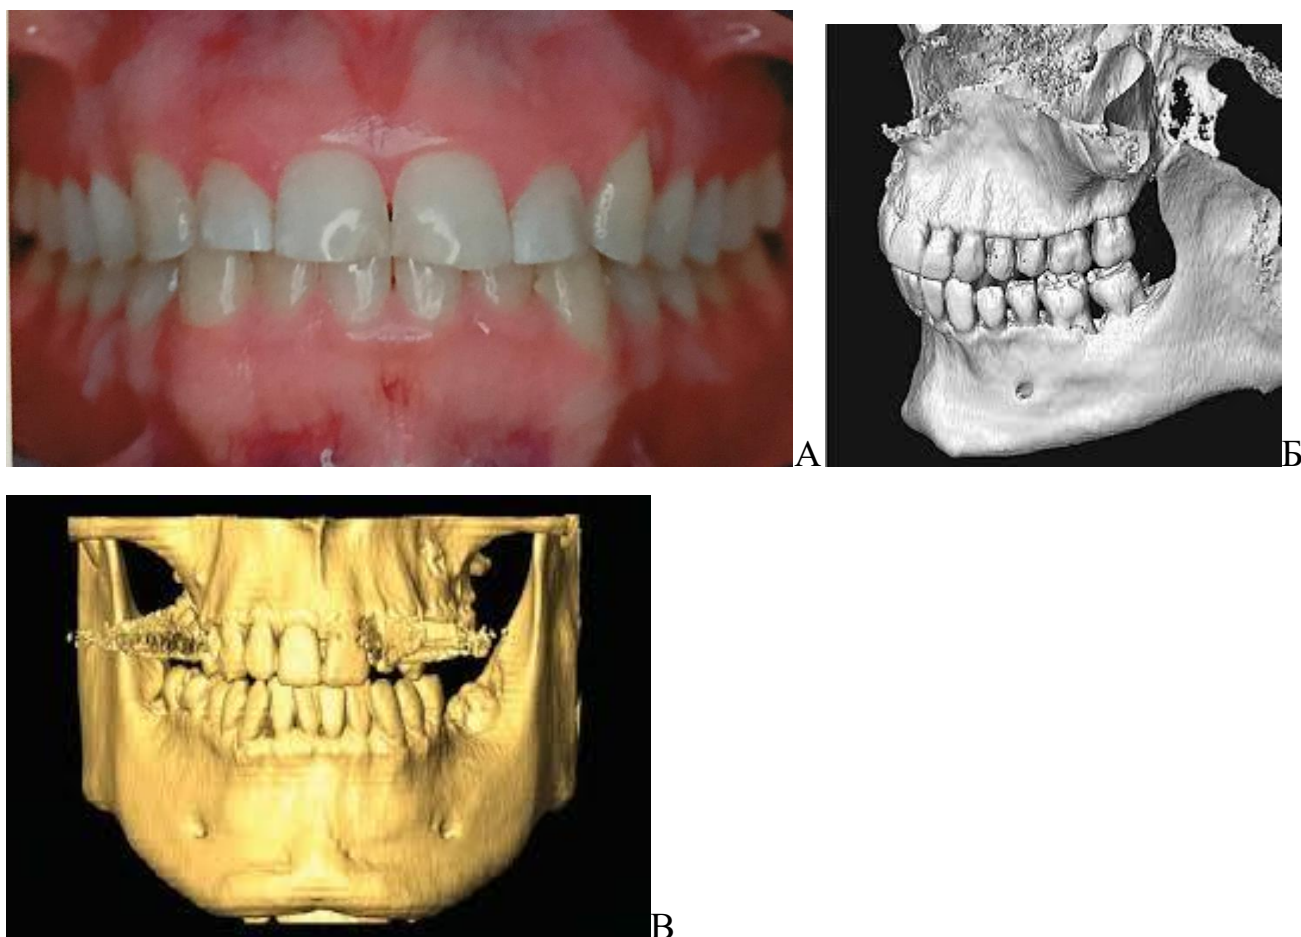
Толстый биотип альвеолярной кости челюсти: А – вид в полости рта и Б – компьютерное отображение челюстей (цит. «Пародонтология». Национальное руководство. Под ред. О.О. Янушевича, Л.А. Дмитриевой, 2018), В – компьютерная томограмма, толстый биотип пародонта (цит. Ерохин А.И., Кузин А.В., 2015)
